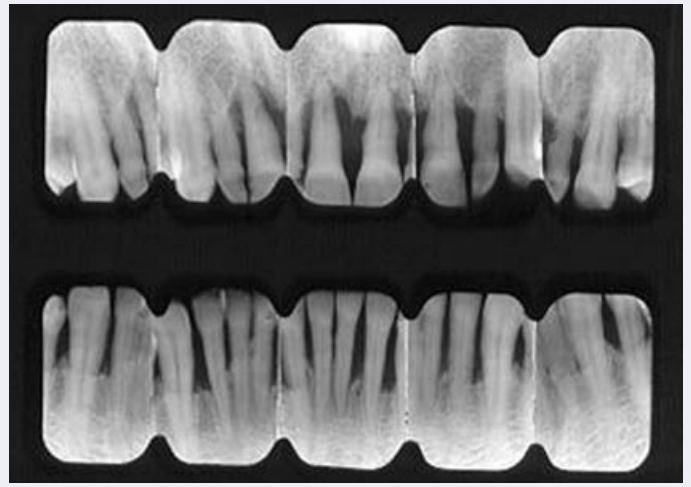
Fig 5d2. Nueva serie periapical del mismo paciente que en la figura anterior a los 12 años. Se aprecia el mantenimiento del soporte periodontal a excepción del 1.1, donde ha progresado el defecto vertical.
